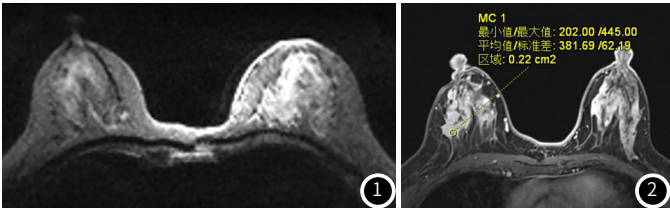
DCE-MRI检测的乳腺癌良性病灶图。图2 DCE-MRI检测的乳腺癌恶性病灶图。
